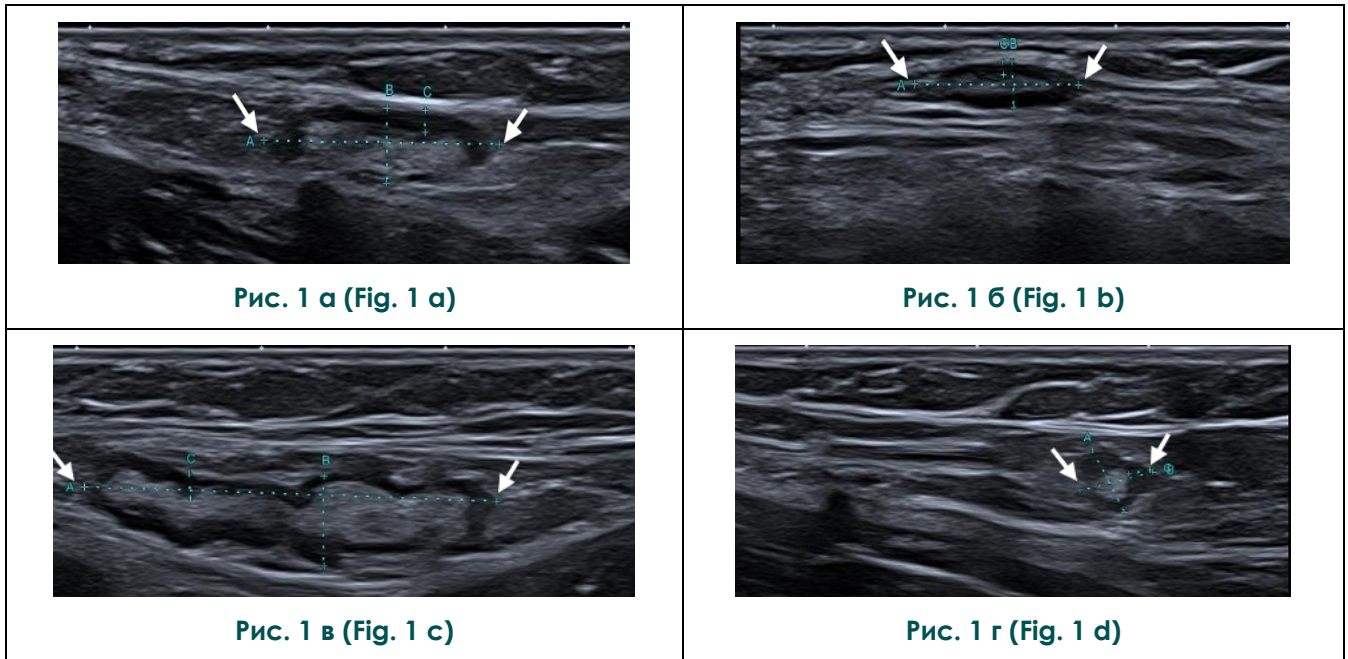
УЗИ паховой области.
